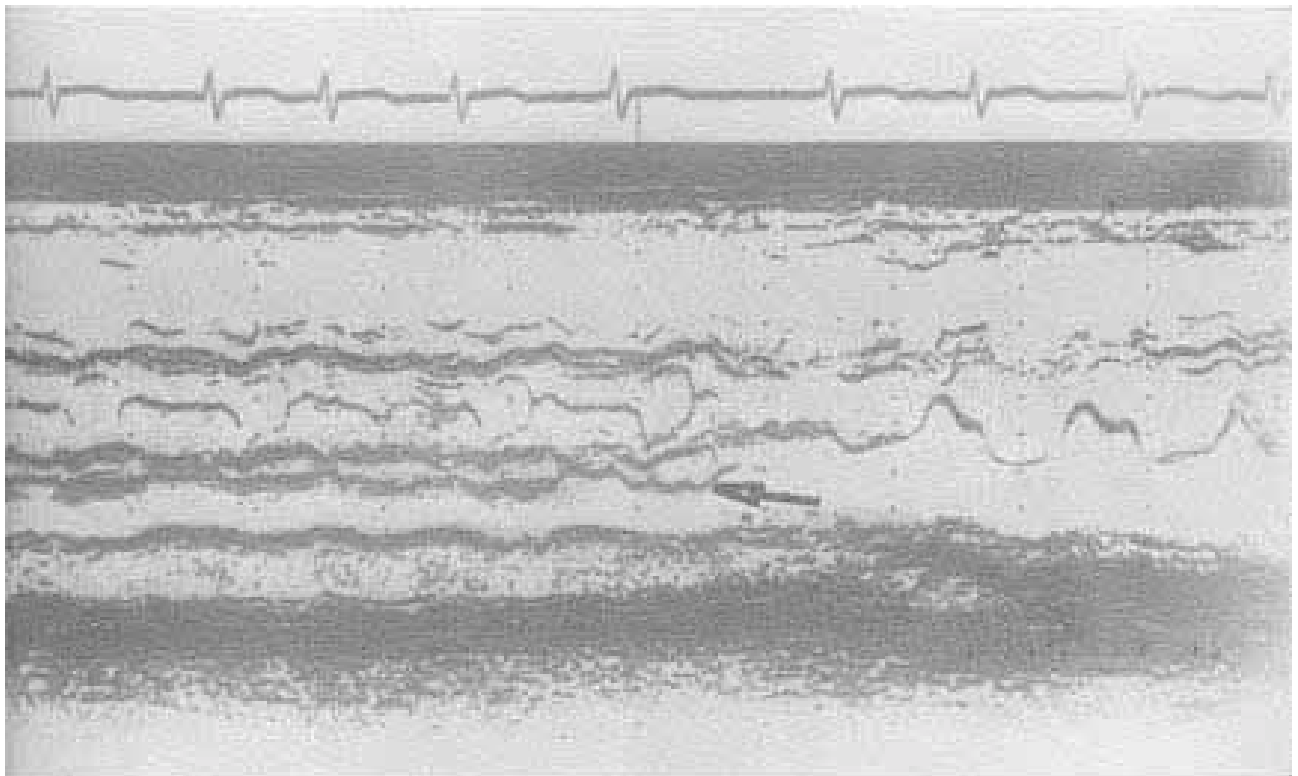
Ecocardiograma (modo M); varredura da aorta para a mitral. A seta ondica os ecos de uma estrutura próxima à parede anterior do átrio esquerdo. Outras explicações no texto.
